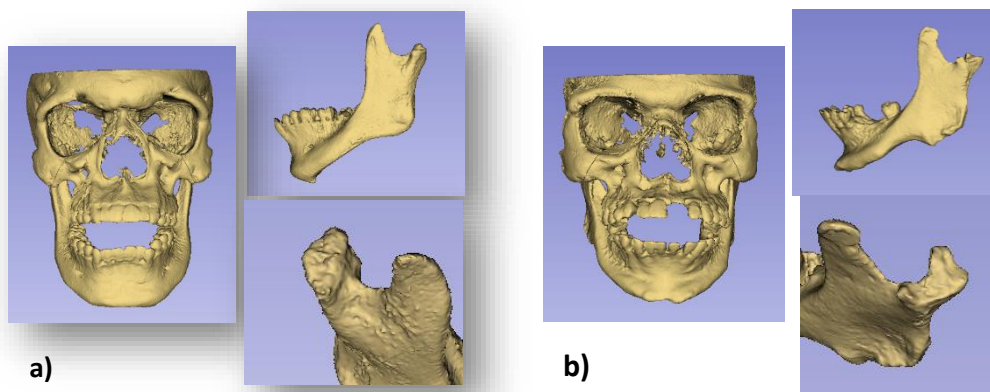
3D surface models obtained from the CBCT of the 2 patients with MPS; a) patient 1 and b) patient 2.
